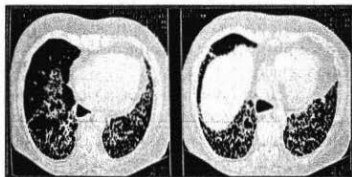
TAC del Torace: estese lesioni fibrotiche alle basi con aspetto a nido d'ape.
